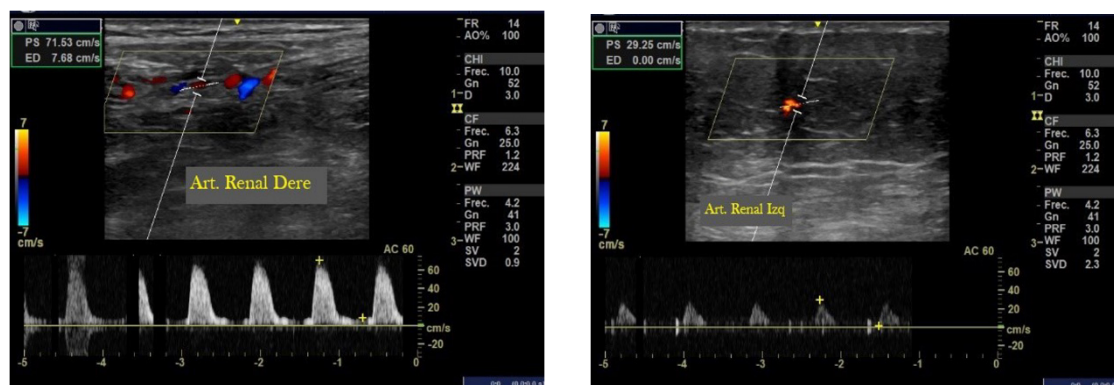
Ecografía Doppler color de arterias renales.
